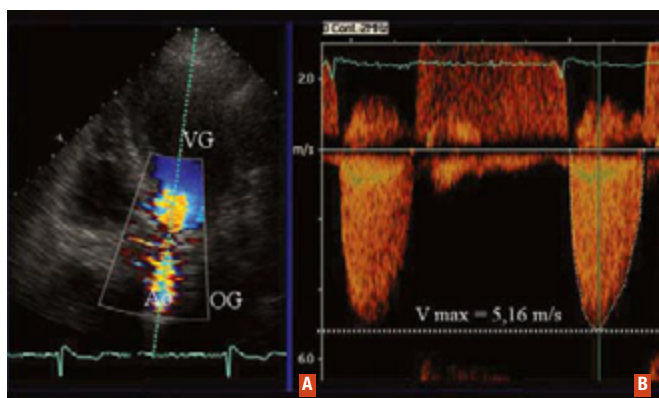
A : repérage du flux d'éjection aortique en doppler couleur en incidence apicale. B : enregistrement du flux transaortique en doppler continu. La vitesse maximale mesurée est de 5,2 m/s, correspondant à un gradient maximal de 106 mmHg et un gradient moyen de 65 mmHg. VG : ventricule gauche, OG : oreillette gauche, Ao : aorte ascendante.
